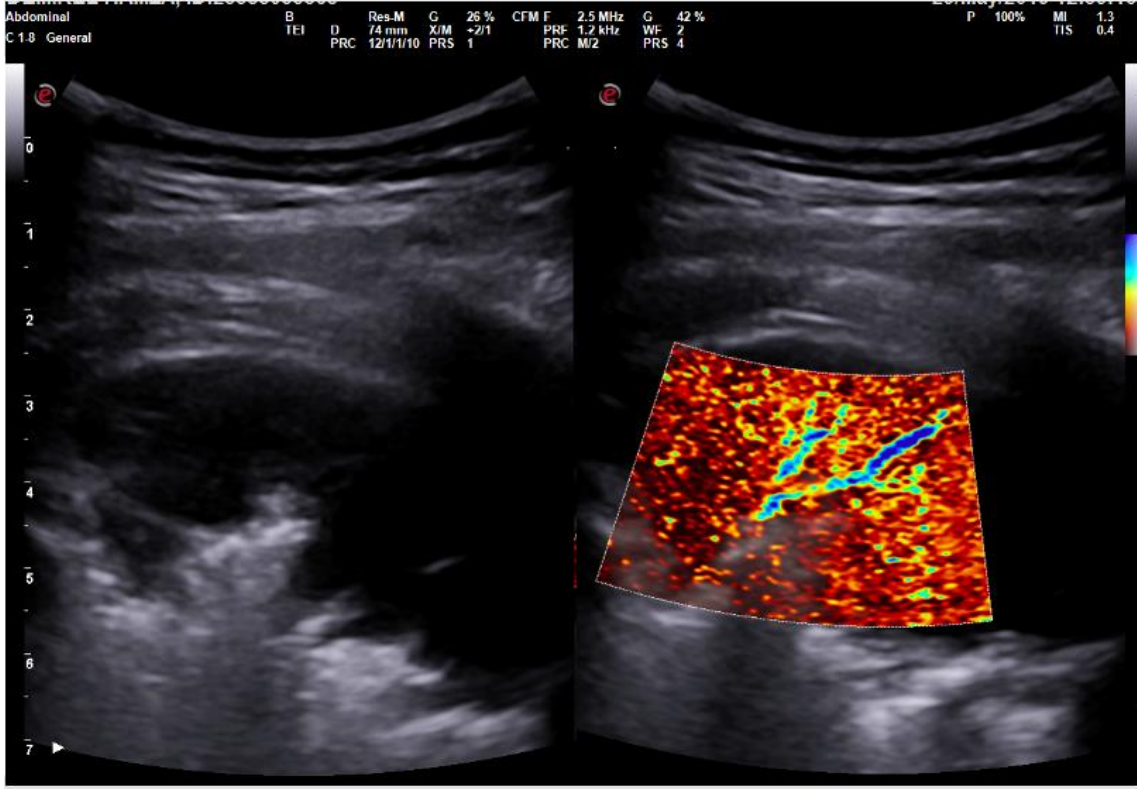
TUS görüntüsünde “shred”(paçavra) bulgusu. Solunum sıkıntısı ve öksürük nedeniyle değerlendirilen 7 aylık erkek hastanın sonografi görüntüsünde konsolide akciğer parankimi (yıldız) ile normal akciğer sınırlarındaki düzensizlik (shred bulgusu), hava bronkogramları, konsolide parankim posteriorunda multipl B çizgileri (oklar) ve plevral kalınlaşma dikkati çekmekte olup olgunun DG’sinde bu alana karşılık sol akciğer alt-orta zonda alveolar kondensasyon (daire), her iki akciğer yaygın retikülonodüler opasiteler ve sağ hiler lenfadenopati izlenmiştir. Olgunun sistemde mevcut BT görüntüsünde her iki akciğerde bullöz değişiklikler ve mediastinal lenfadenopatiler mevcuttur. Ailede tüberküloz öyküsü mevcut hastanın eş zamanlı BAL örneğinde PCR tekniği ile tüberküloz tanısı doğrulanmıştır.
